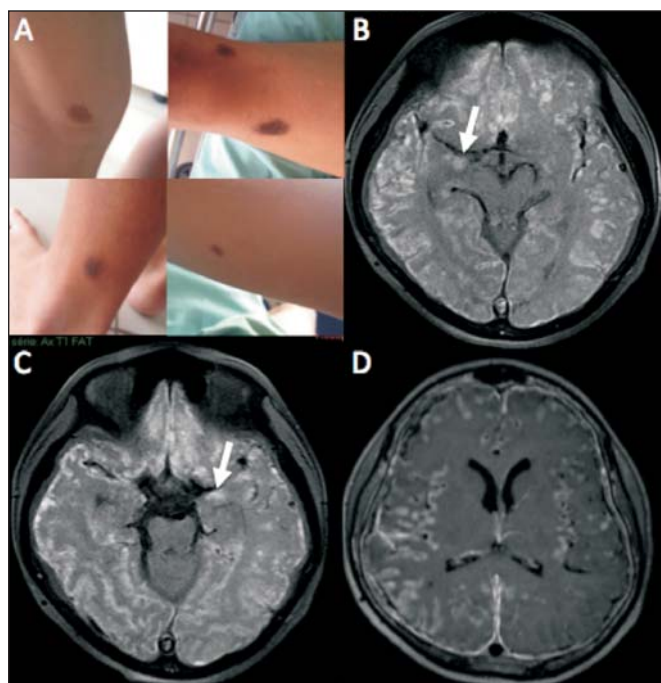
A: Exame físico mostra múltiplos nevos cutâneos. B,C: RM axial T1 com supressão de gordura pré-gadolinio demonstra hipersinal junto aos sulcos corticais dos hemisférios cerebrais, presumivelmente por lesão leptomeníngea difusa com conteúdo de melanina, e ainda mostra áreas de alto sinal nos núcleos amigdaloides (setas) e no córtex cerebral, que devem corresponder a comprometimento parenquimatoso por depósitos de melanina/melanócitos no contexto de MNC. D: RM axial T1 com supressão de gordura pós-gadolinio revela realce leptomeníngeo difuso junto aos sulcos corticais de ambos os hemisférios cerebrais, principalmente no lado direito.
